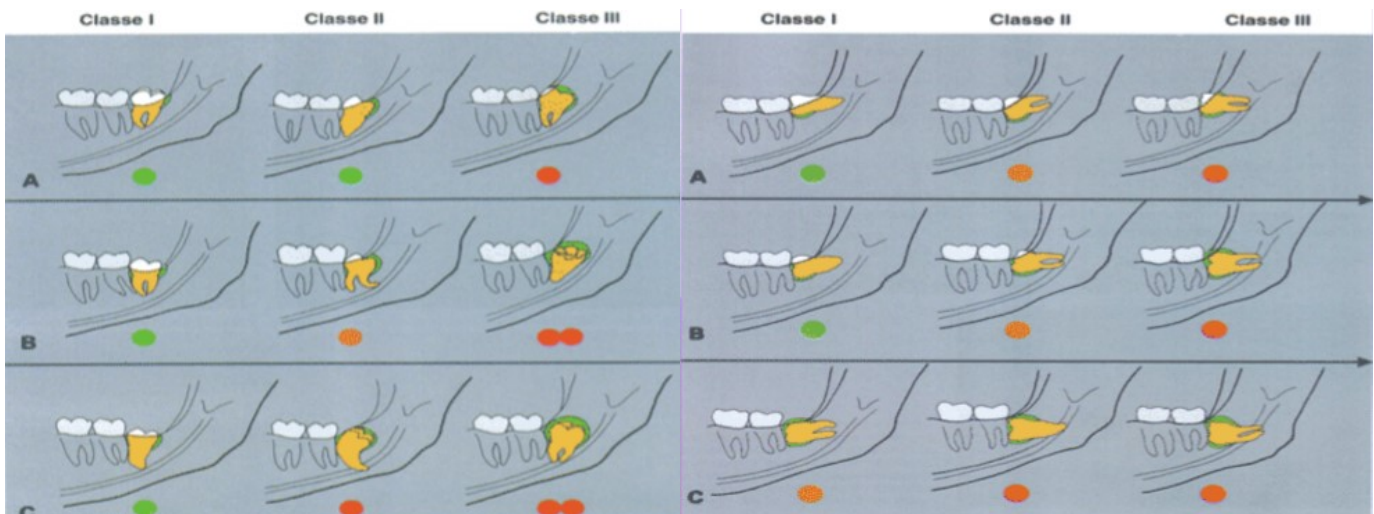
Classificação de terceiros molares inferiores em relação ao ramo ascendente da mandíbula e ao plano oclusal. Fonte: Treno et al. Localization and classification of third molars: radiographic analysis. Rev: Interbio v.3 n.2 2009)
